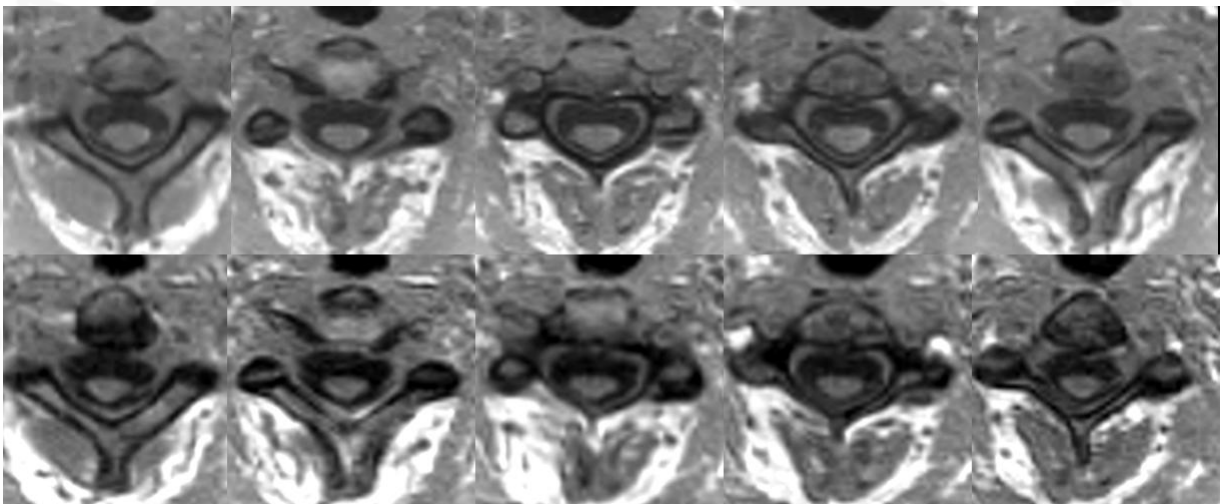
RM medular. Cuantificación del área transversal del segmento medular cervical a tiempo basal (fila superior) y 6 años más tarde (fila inferior). Imágenes ponderadas en T1 en el plano transversal obtenidas a partir de una secuencia 3D en el plano sagital. Obsérvese la disminución del área transversal medular tras 6 años de seguimiento (área medular de 68,6 mm<sup>2</sup> en el estudio inicial y 54,9 mm<sup>2</sup> en el de seguimiento).
